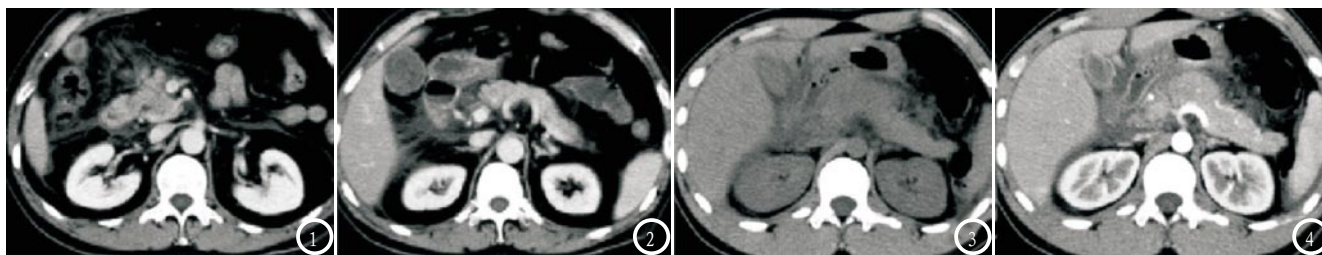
急性水肿型胰腺炎(胆源性), 胰头部水肿, 体尾部无明显水肿改变。双肾肾前筋膜增厚, 局部肠系膜水肿; 图3-4 急性出血坏死性胰腺炎。CT平扫胰头部增大、密度减低, 增强扫描胰头部强化程度减低。胰腺周围大量积液。
